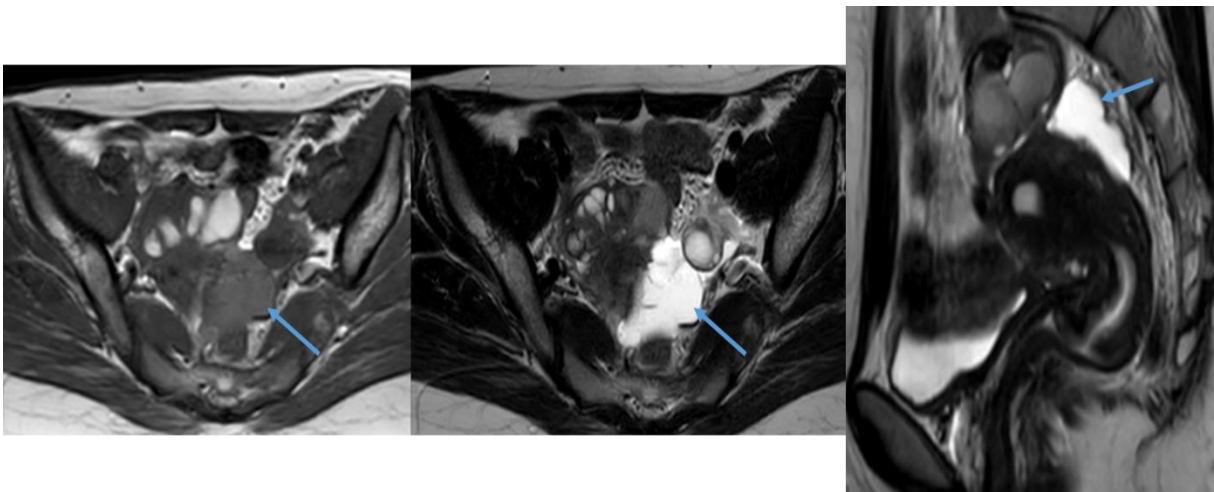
IRM en séquences pondérées en coupes axiale T1, T2 et sagittale T2 montrant l'atteinte du CSD (flèche). Notez la présence d'endométriomes ovariens droits.
